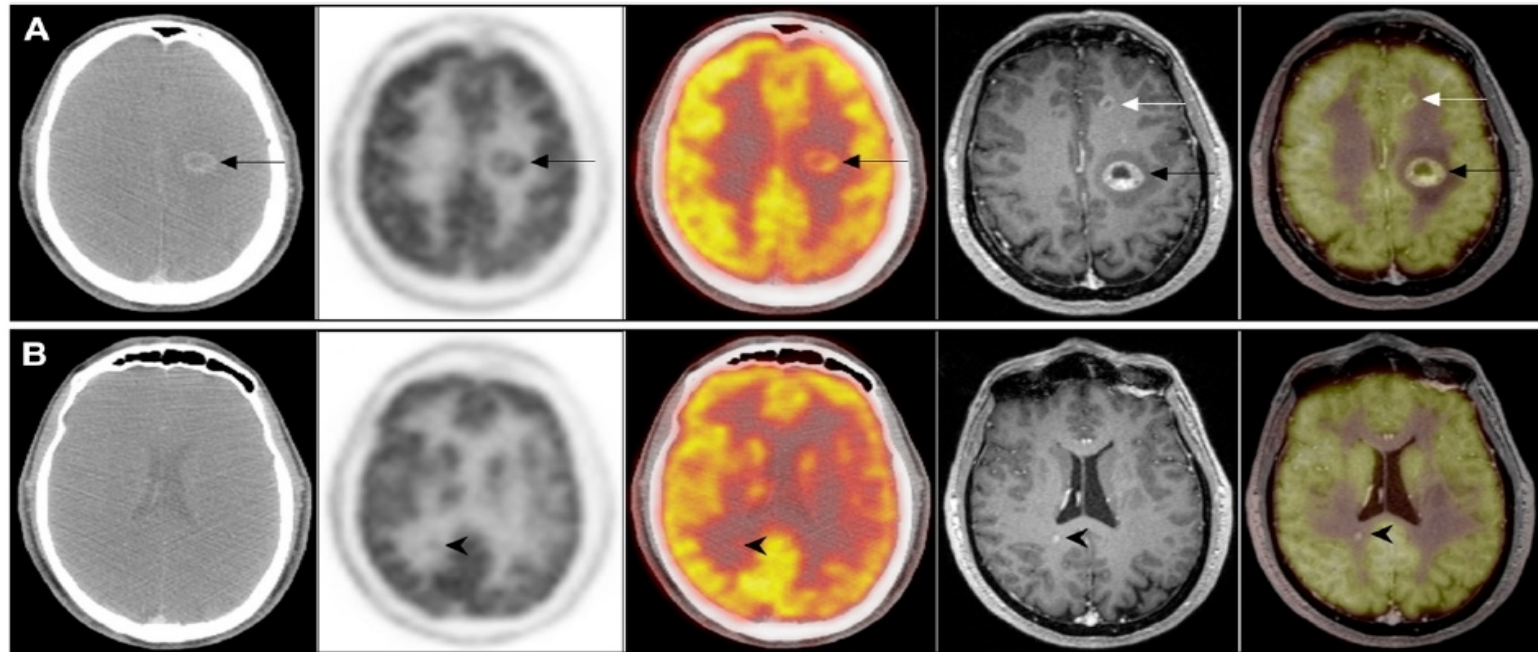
A 54-y-old patient with cerebral metastases from cancer of unknown primary. (A) Large left-hemisphere metastasis (black arrow) is visible on (from left to right) axial contrast-enhanced CT, ^{18}F -FDG PET, PET/CT, axial contrast-enhanced MRI, and PET/MRI, whereas smaller metastasis of left frontal lobe (white arrow) is visible solely on MRI and PET/MRI. Location of this metastasis directly adjacent to highly ^{18}F -FDG-avid cortex leads to problems with diagnosing this lesion on ^{18}F -FDG PET scan. (B) Another subcentimeter-sized metastasis of right temporal lobe, clearly visible on MRI and PET/MRI of same patient (arrowhead), was only retrospectively seen as faintly increased ^{18}F -FDG activity on ^{18}F -FDG PET and PET/CT because of lack of anatomic correlate on CT.
